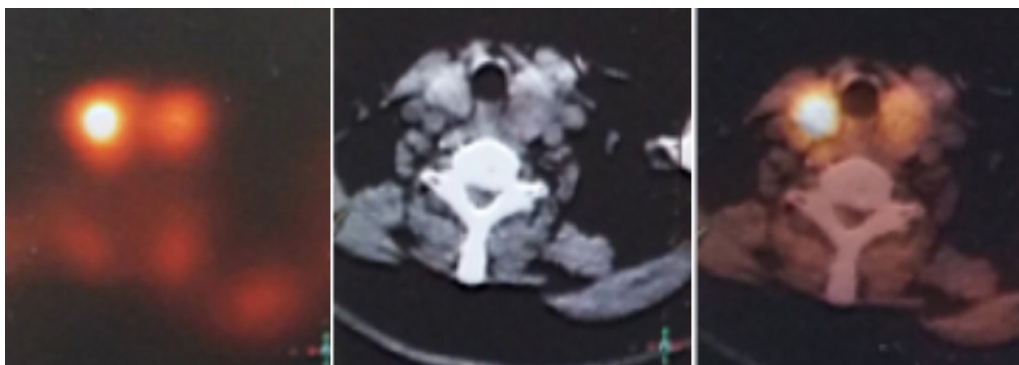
Exames de tomografia computadorizada de emissão de fóton único revelaram um adenoma de glândula paratireoide esquerda.
